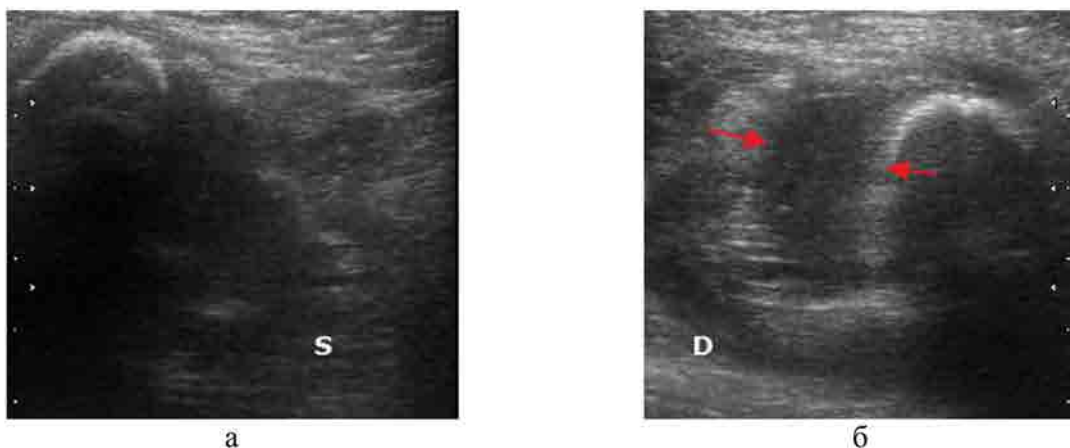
Сонограммы тазобедренных суставов ребенка 4 мес. с ОГО: а – УЗИ левого сустава (S) параоссальное скопление в области проксимального метафиза бедренной кости, исследование в режиме 2-х полей; б – УЗИ правого сустава (D) – параоссальное скопление (между стрелками)
